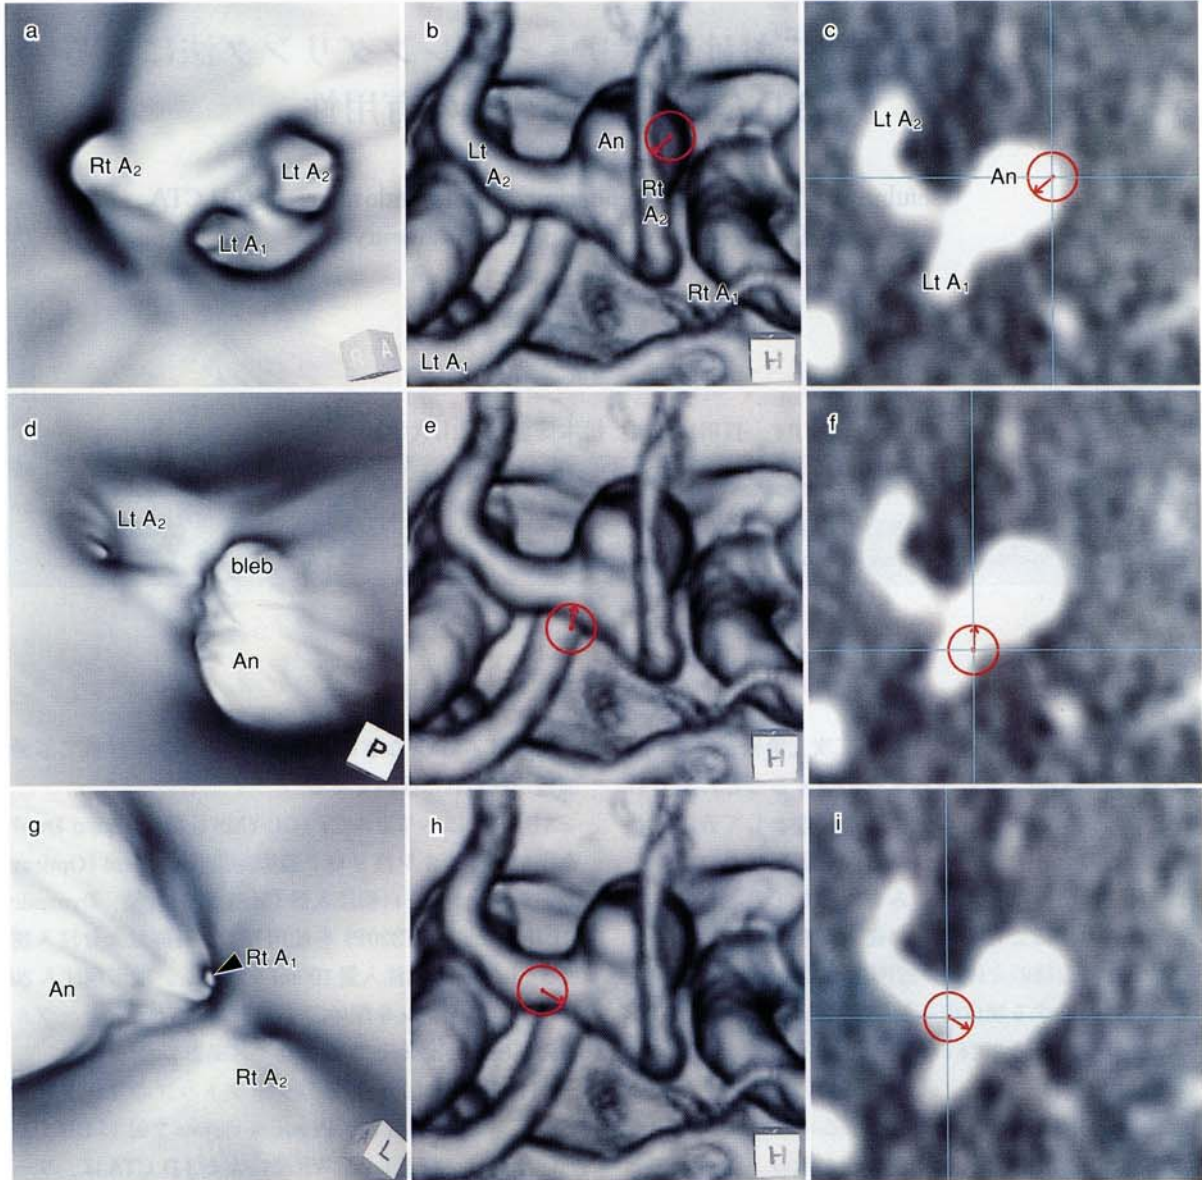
A case of the unruptured anterior communicating artery aneurysm: Virtual endoscopic images of 3-D CTA are shown on the left column. For viewing navigation, corresponding volume-rendering images are shown on the center column and 2-D raw axial CT images on the right column. Virtual endoscopic view of aneurysmal neck is shown on the upper column (Fig.1 a ~ c), including the orifices of the right A₂, the left A₁ and the left A₂. The inner space of the aneurysm viewed from the left A₁ is shown on the middle column (Fig.1 d ~ f). The orifice of the left A₂ is shown on the left side and the aneurysmal neck at the center with antero-upward extension of its bleb. The inner vision of aneurysmal neck viewed from the left A₂ is shown on the bottom column (Fig.1 g ~ i). Widely opened aneurysmal neck and the orifice of the right A₂ are shown. Note the small orifice shown between aneurysmal neck and the right A₂, identified with the opening of the slender right A₁.
